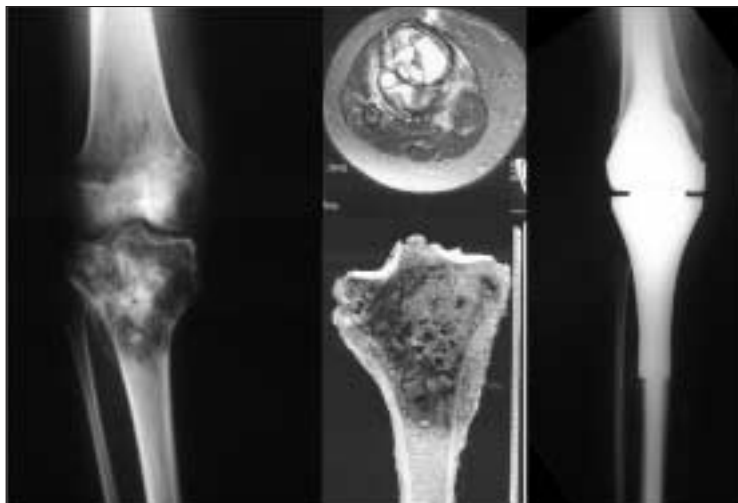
Ostéosarcome du tibia proximal. Radiographie standard à gauche. IRM (au centre en haut). Pièce de résection (au centre en bas). Reconstruction par prothèse (à droite).
